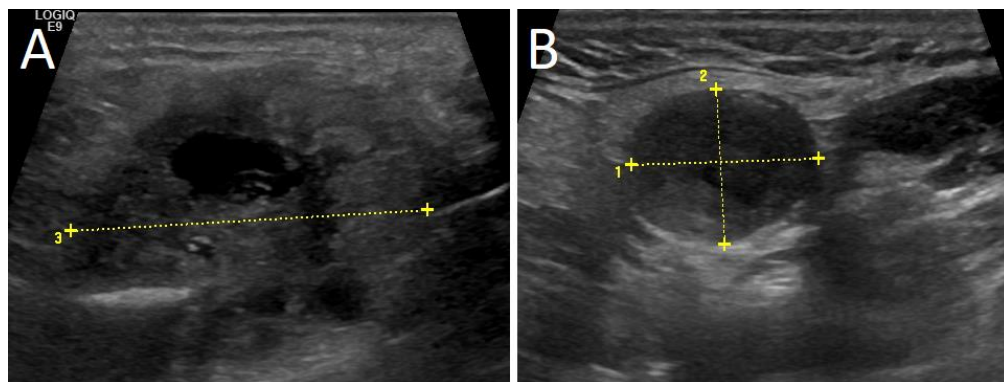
B-Mode-sonographische Darstellungen einer sonographisch unscharf abgrenzbaren Plattenepithelkarzinommetastase (A) und eines sonographisch scharf abgrenzbaren pleomorphen Adenoms (B)
